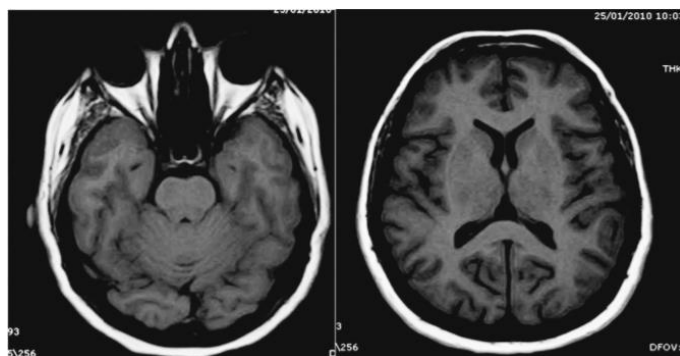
Ejemplo de imagen cerebral obtenida por resonancia magnética. Fuente: *Imagenología en Resonancia Magnética* [6].
